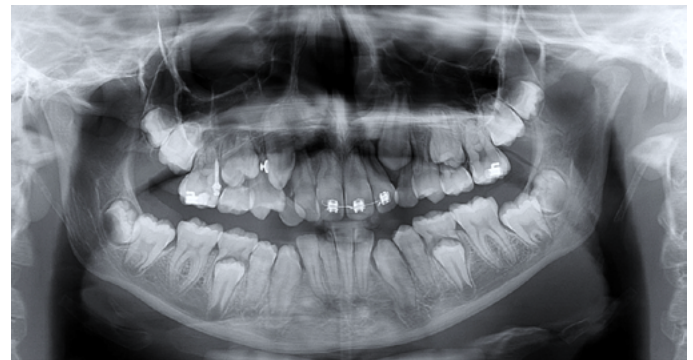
Radiografia panorâmica de dentes caninos inclusos demonstrando a inversão do dente.
